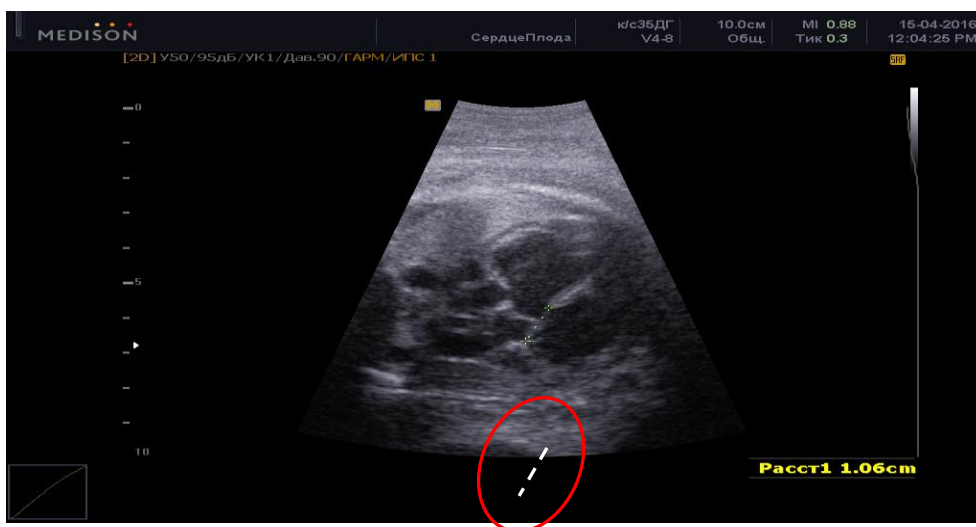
УЗИ сердца плода.
